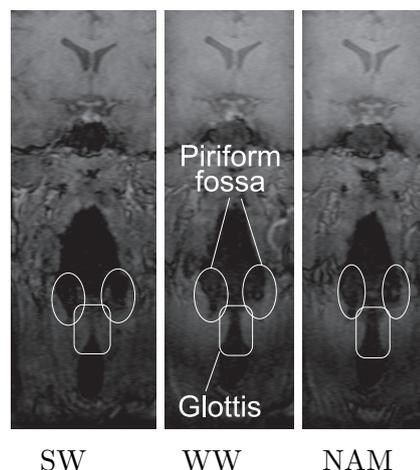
MR images on coronal plane (subject 2)
